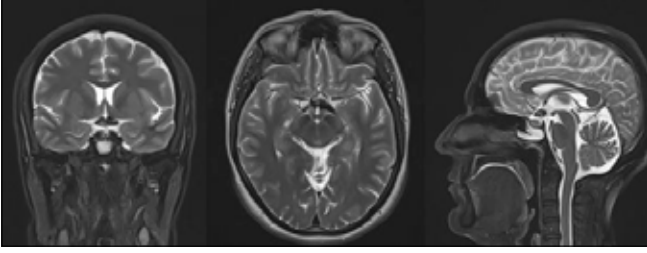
Coronal, axial and sagittal T2-weighted images showed hypointense area due to hemorrhage of glioma
